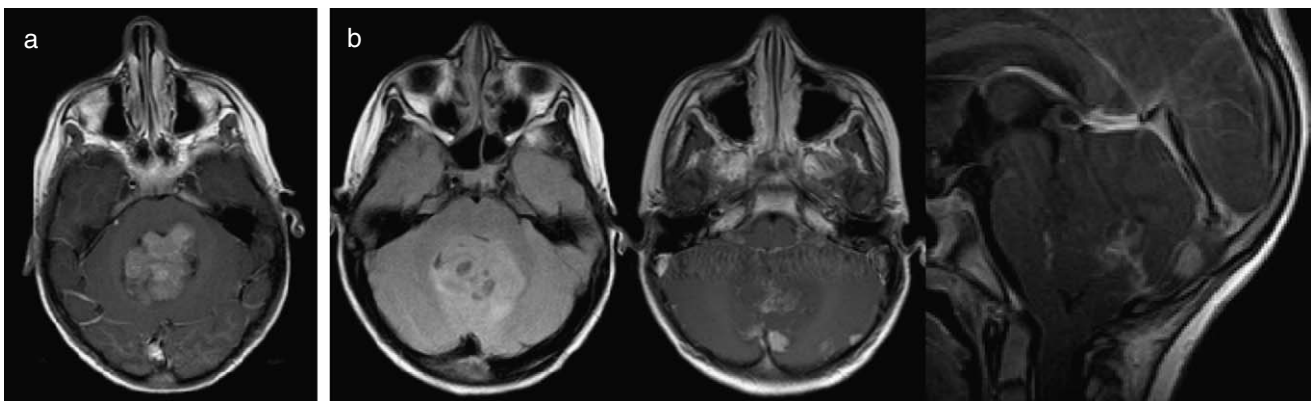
Relación entre la imagen y la variante histológica del meduloblastoma. a) RM secuencia T1 con contraste, se identifica un meduloblastoma con morfología nodular, simula patrón «en racimos de uva»; no se observaba diseminación. Se planteó la posibilidad de que correspondiera a la variante nodularidad extensa en el estudio de imagen diagnóstico, aunque se presentaba en paciente de 7 años y la variante nodularidad extensa es más característica en niños de menor edad. El resultado patológico fue meduloblastoma desmoplásico/nodular. b) b1, RM secuencia T2; b2, RM axial T1 con contraste; b3, RM con magnificación de plano sagital T1 con contraste. Paciente con meduloblastoma que presenta marcada heterogeneidad en T2 (pequeños quistes, áreas internas de necrosis y diferente señal heterogénea de la parte sólida tumoral) así como un patrón de realce que puede considerarse «en panal». Se planteó la posibilidad de que correspondiera a una variante agresiva, además presentaba otras características de mal pronóstico, entre ellas la diseminación leptomeníngea al diagnóstico. Se consideró la opción de meduloblastoma anaplásico. El resultado anatomopatológico fue meduloblastoma anaplásico.
